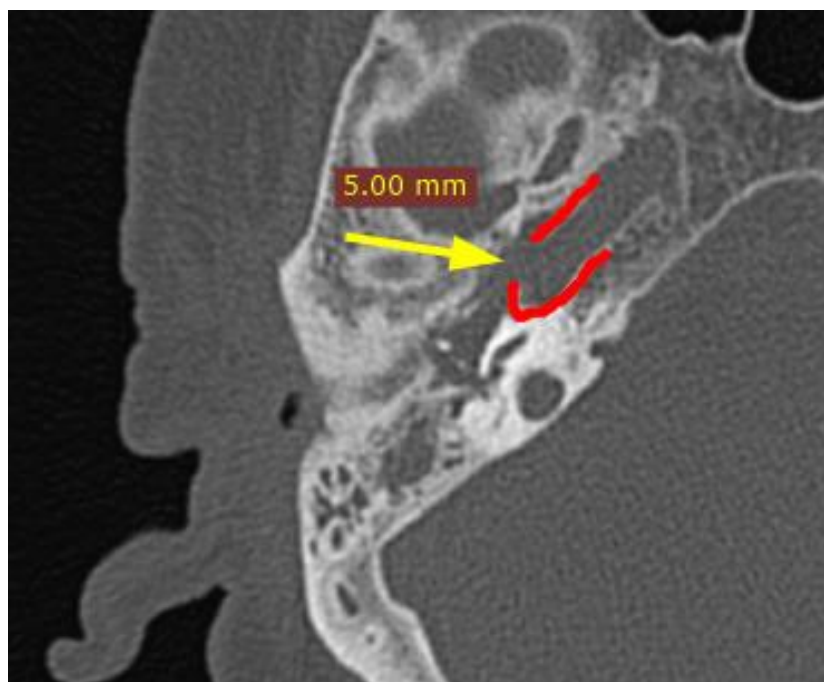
КТ височных костей в аксиальной проекции. Определяется дефект стенки канала внутренней сонной артерии до 5 мм (указано стрелкой) правой височной кости.
